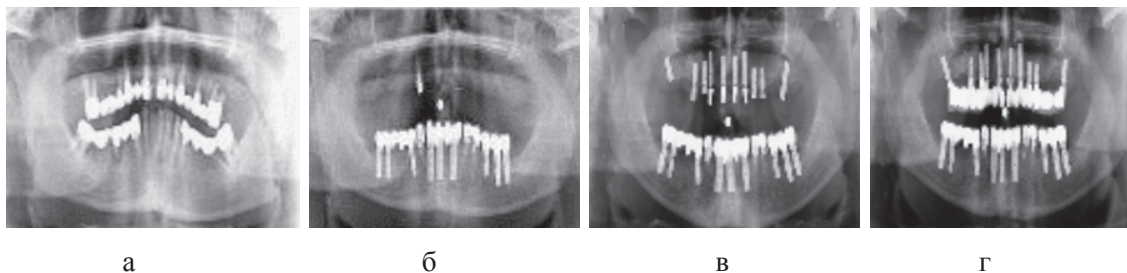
а – панорамная томография на момент обращения пациента; б – установленные дентальные имплантаты на нижней челюсти; в – установленные дентальные имплантаты на верхней челюсти; г – панорамная томография на момент окончания лечения
